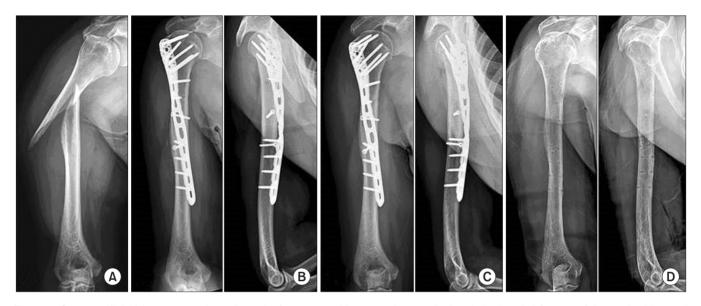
Case 12. (A) Initial anteroposterior radiograph of a 55-year-old woman shows a displaced simple spiral fracture of the proximal humeral shaft. (B) Radiographs after open reduction and internal fixation show anatomical reduction of the fracture fixed with lag screws and a helical plate made with PHILOS. (C) Radiographs 14 weeks after surgery show good fracture healing. (D) Eighteen months after surgery the plate and screws were removed due to shoulder pain by subacomical impingement.
